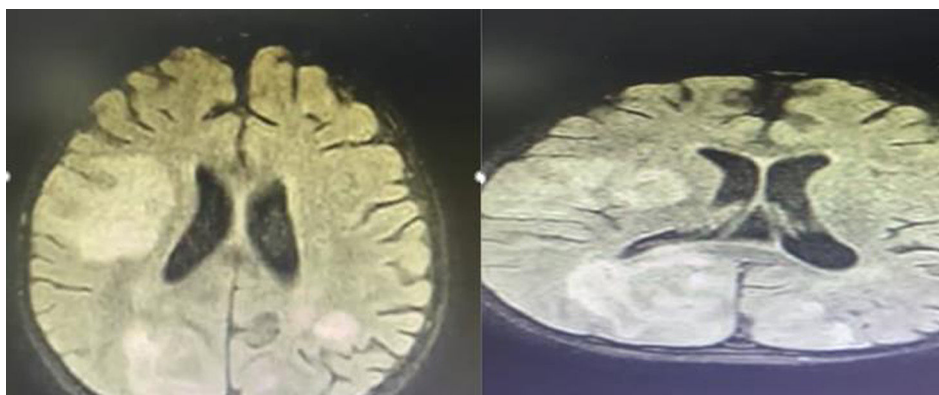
Resonancia magnética cerebral contrastada. Áreas extensas de hiperintensidad en secuencias FLAIR de localización bulbar y pontina de predominio derecho, parieto-occipitales bilaterales con mayor extensión en hemisferio cerebral derecho y que respetan las fibras.
